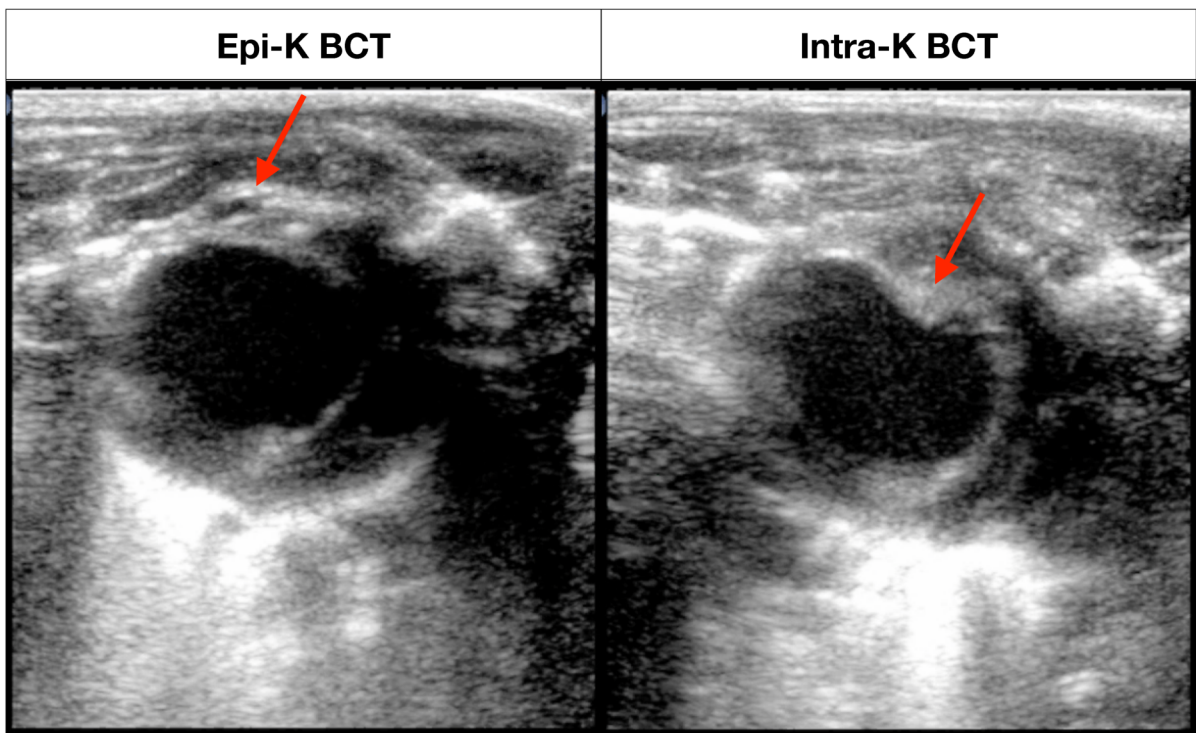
Exemplarische echokardiographische Aufnahmen in der Querachse, vier Wochen nach BCT-Implantation. Die BCTs sind durch rote Pfeile markiert.
